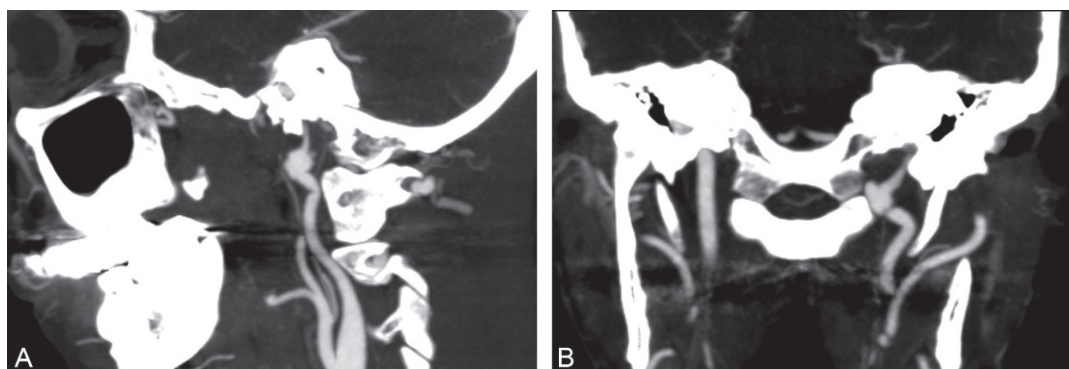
Angio-TDM des tronc supra-aortiques en mode MIP mettant en évidence une dissection sur des lésions de dysplasie fibromusculaire de la portion sous-pétreuse de la carotide interne gauche.
